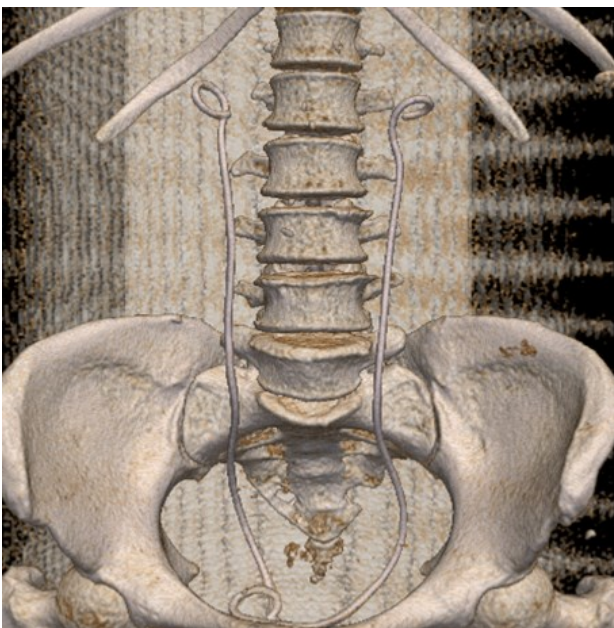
КТ картина после операции
